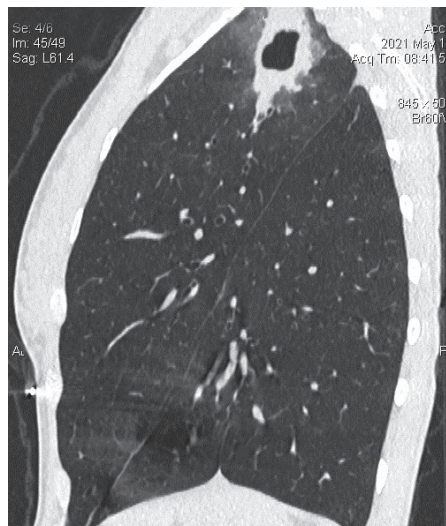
Бічна реконструкція КТ ОГК хворого Ф.
